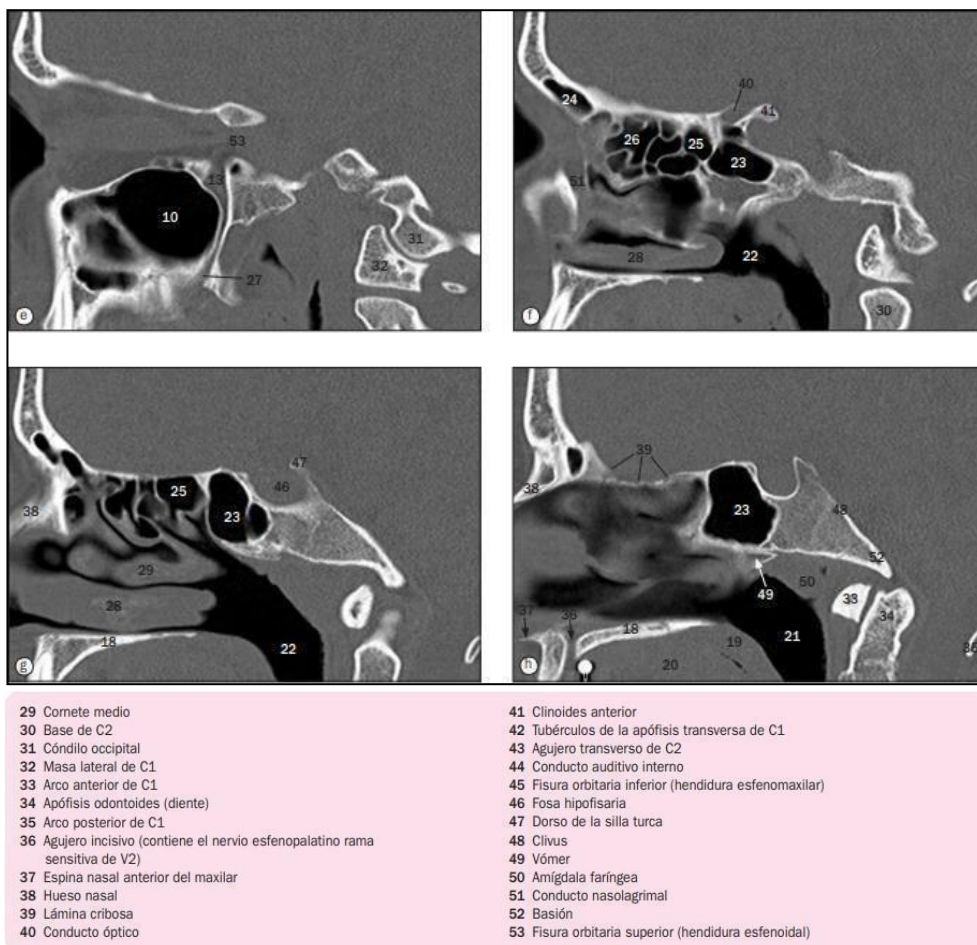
Tomografía simple de cráneo corte sagital
